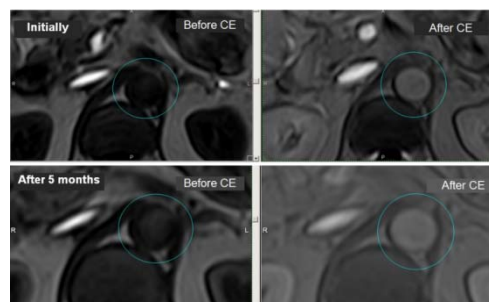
Dynamics of T1-weighted contrast-enhanced MRI in a female patient with extensive atherosclerosis of the aorta and its branches and arterial hypertension, who did not receive *mexidol* in the period between the initial and control studies. The aorta is marked with a circle on all transverse section images. The picture of CE after 5 months is practically unchanged. The aortic diameter enlarged by 1-1.5 mm over the observation period
